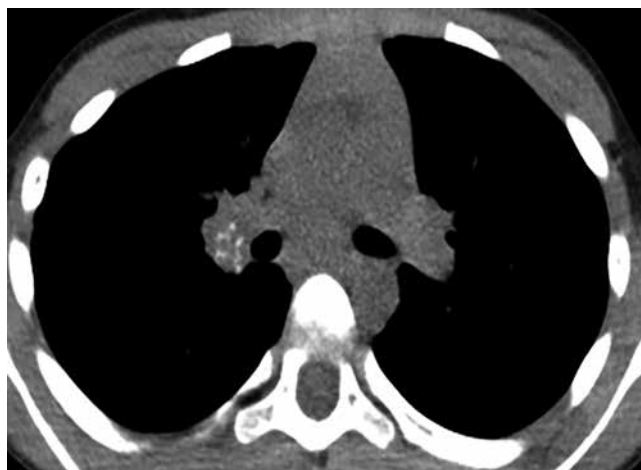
Пациент Н., 7 лет. Скан КТ ОГК (мягкотканное окно) до начала ХТ
